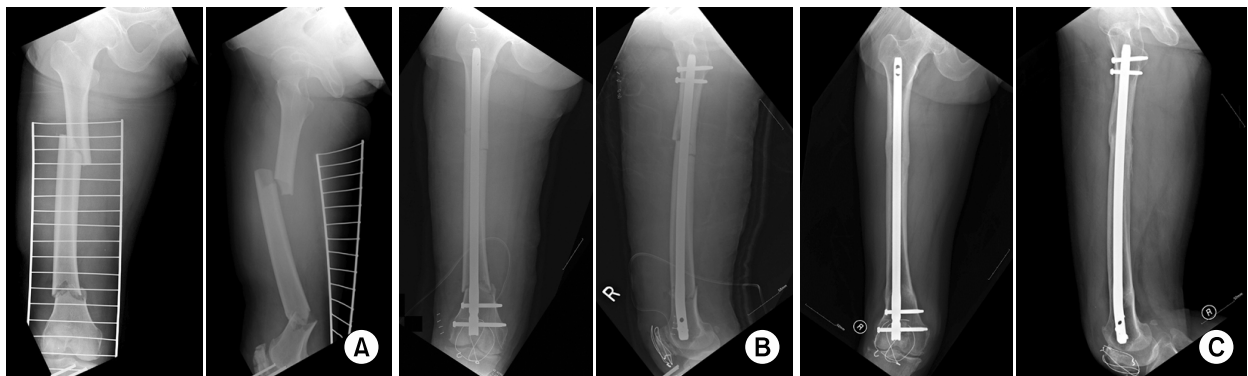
(A) Initial anteroposterior and lateral radiographs of a 59-year-old female with segmented femoral shaft fracture and ipsilateral patellar fracture.
